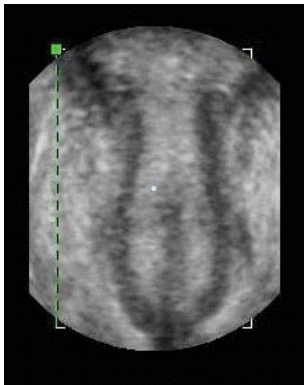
Corte coronal con ecografía 3D transvaginal.
